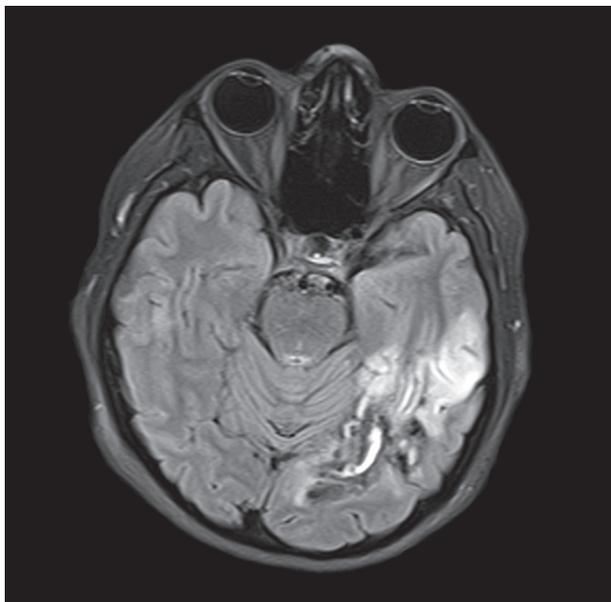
МРТ через 1 мес: нарушение мозгового кровообращения по смешанному типу в левой височной доле.
